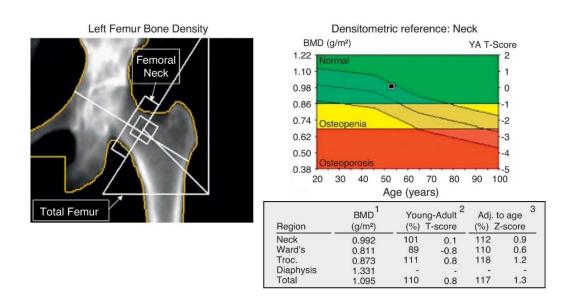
Ejemplo de resultados de una densitometría ósea del cuello femoral. Lorente RM, Azpeitia J, Arévalo N, et al. Absorciometría con rayos X de doble energía. Fundamentos, metodología y aplicaciones clínicas. Radiología 2012; 54:410-23. doi: 10.1016/j.rxeng.2011.09.005
